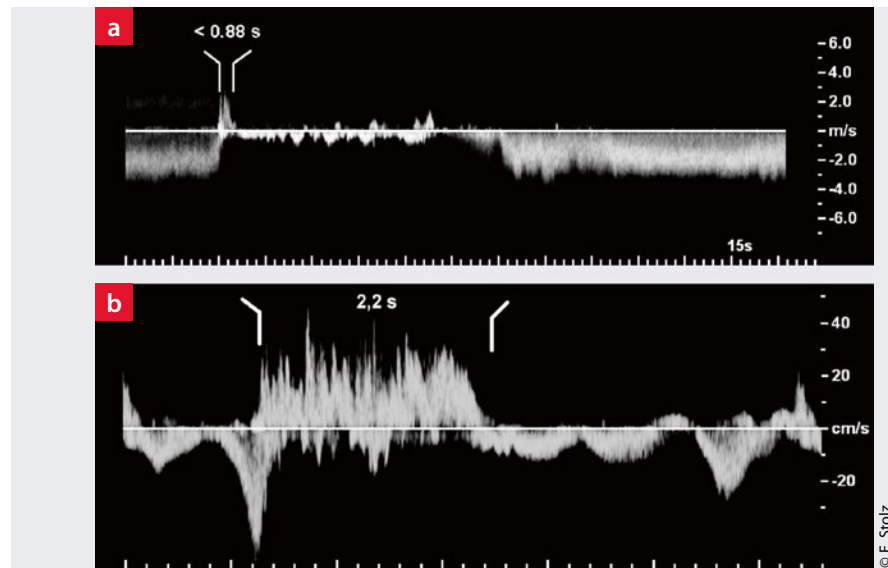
Dopplersonografischer Nachweis einer Jugularvenenklappeninsuffizienz (JVKI). a: Normaler Befund mit kurzer Rückstromkomponente bei 5-sekündigem Valsalva-Manöver. b: Nachweis der JVKI mit retrograder Strömung $> 0,88$ s Dauer bei einem Valsalva-Manöver.
